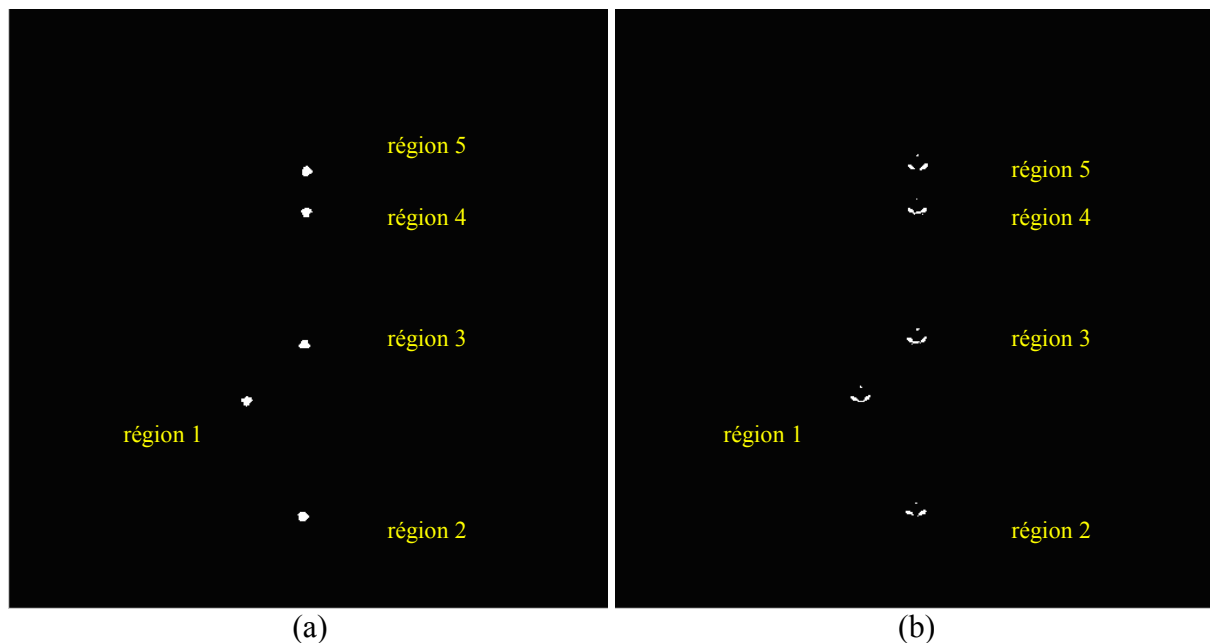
Résultats du seuillage des images IRM obtenues avec des billes de gadolinium (a) et des marqueurs multi-modalitaires (b). Cinq régions en hypersignal sont visibles sur ces images.
